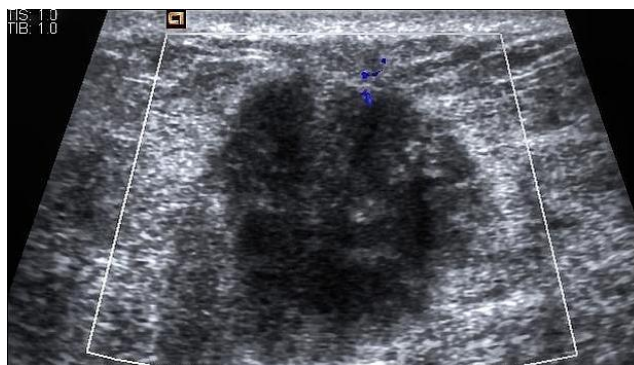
ecografia d'un càncer de mama
